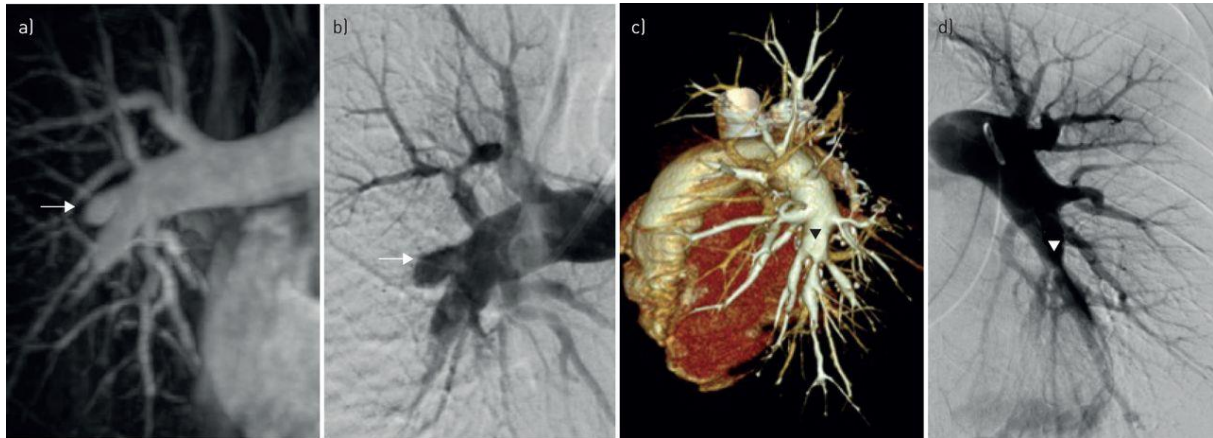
AngioRM pulmonar, angiografia pulmonar e TC com reconstrução tridimensional. a) RM, b) angiografia pulmonar, c) TC e d) angiografia pulmonar, em dois doentes com CTEPH. Observa-se uma boa correlação entre os achados imagiológicos nestas 3 modalidades, como é o caso do defeito em fundo de saco na RM (setas) e da estenose proximal na artéria lobar inferior esquerda (cabeças de seta). (Imagem de: Gopalan D, Delcroix M, Held M. Diagnosis of chronic thromboembolic pulmonary hypertension. *Eur Respir Rev* 2017; 26: 160108 [https://doi.org/10.1183/16000617.0108-2016]. (26)) CTEPH – hipertensão pulmonar tromboembólica crónica; RM – ressonância magnética; TC – tomografia computadorizada.
